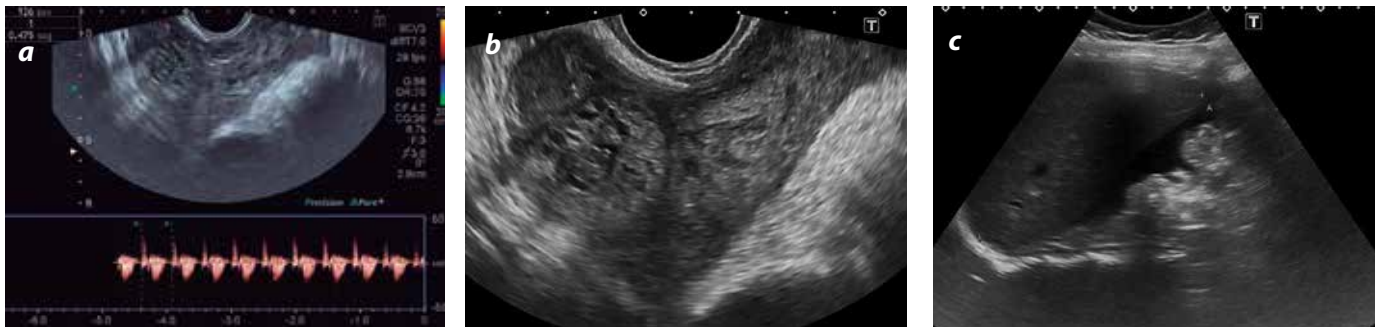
a) y b) Ecografía transvaginal. Se identifica el saco gestacional con embrión único vivo localizado sobre el aspecto lateral derecho del útero. No es posible establecer la relación del embrión con la cavidad endometrial. c) Ecografía a la altura del hígado; demuestra la presencia de líquido libre perihepático.
